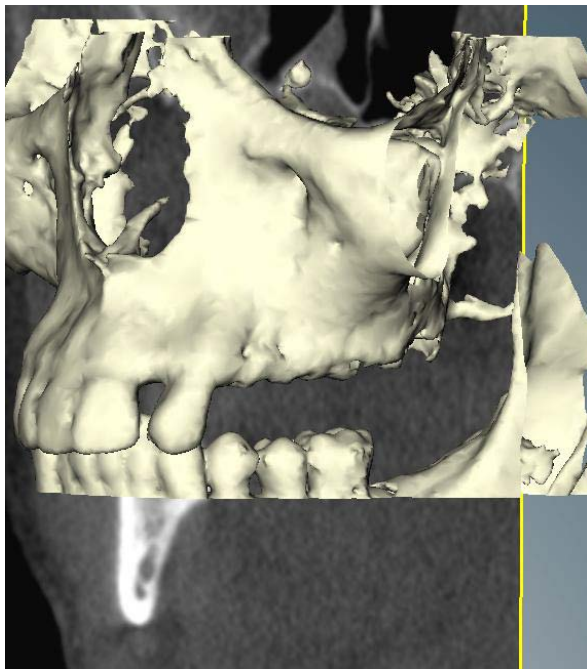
Paciente de la biopsia 8. Visualización del maxilar superior mediante reconstrucción 3D de imágenes de TC de haz cónico, previo a la planificación de colocación de implantes dentales.
